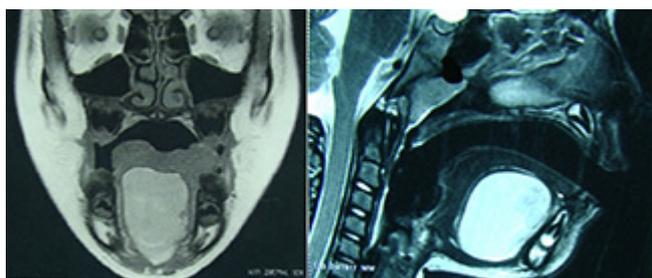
Imagem de ressonância magnética mostrando formação cística oval e imagens arredondadas com sinal de intensidade intermediária nas sequências ponderadas T1 e T2
